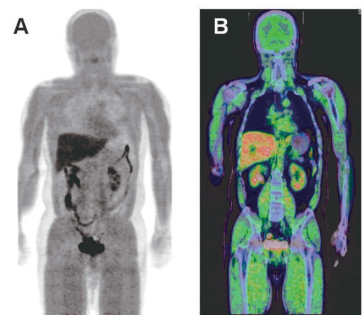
Maximum intensity projection image (A) and PET/CT fused image (B) of a healthy volunteer. ¹⁸F-FMISO images showed relatively uniform distribution in brain, muscle and heart. Note physiological excretion via hepatobiliary and urinary systems.
